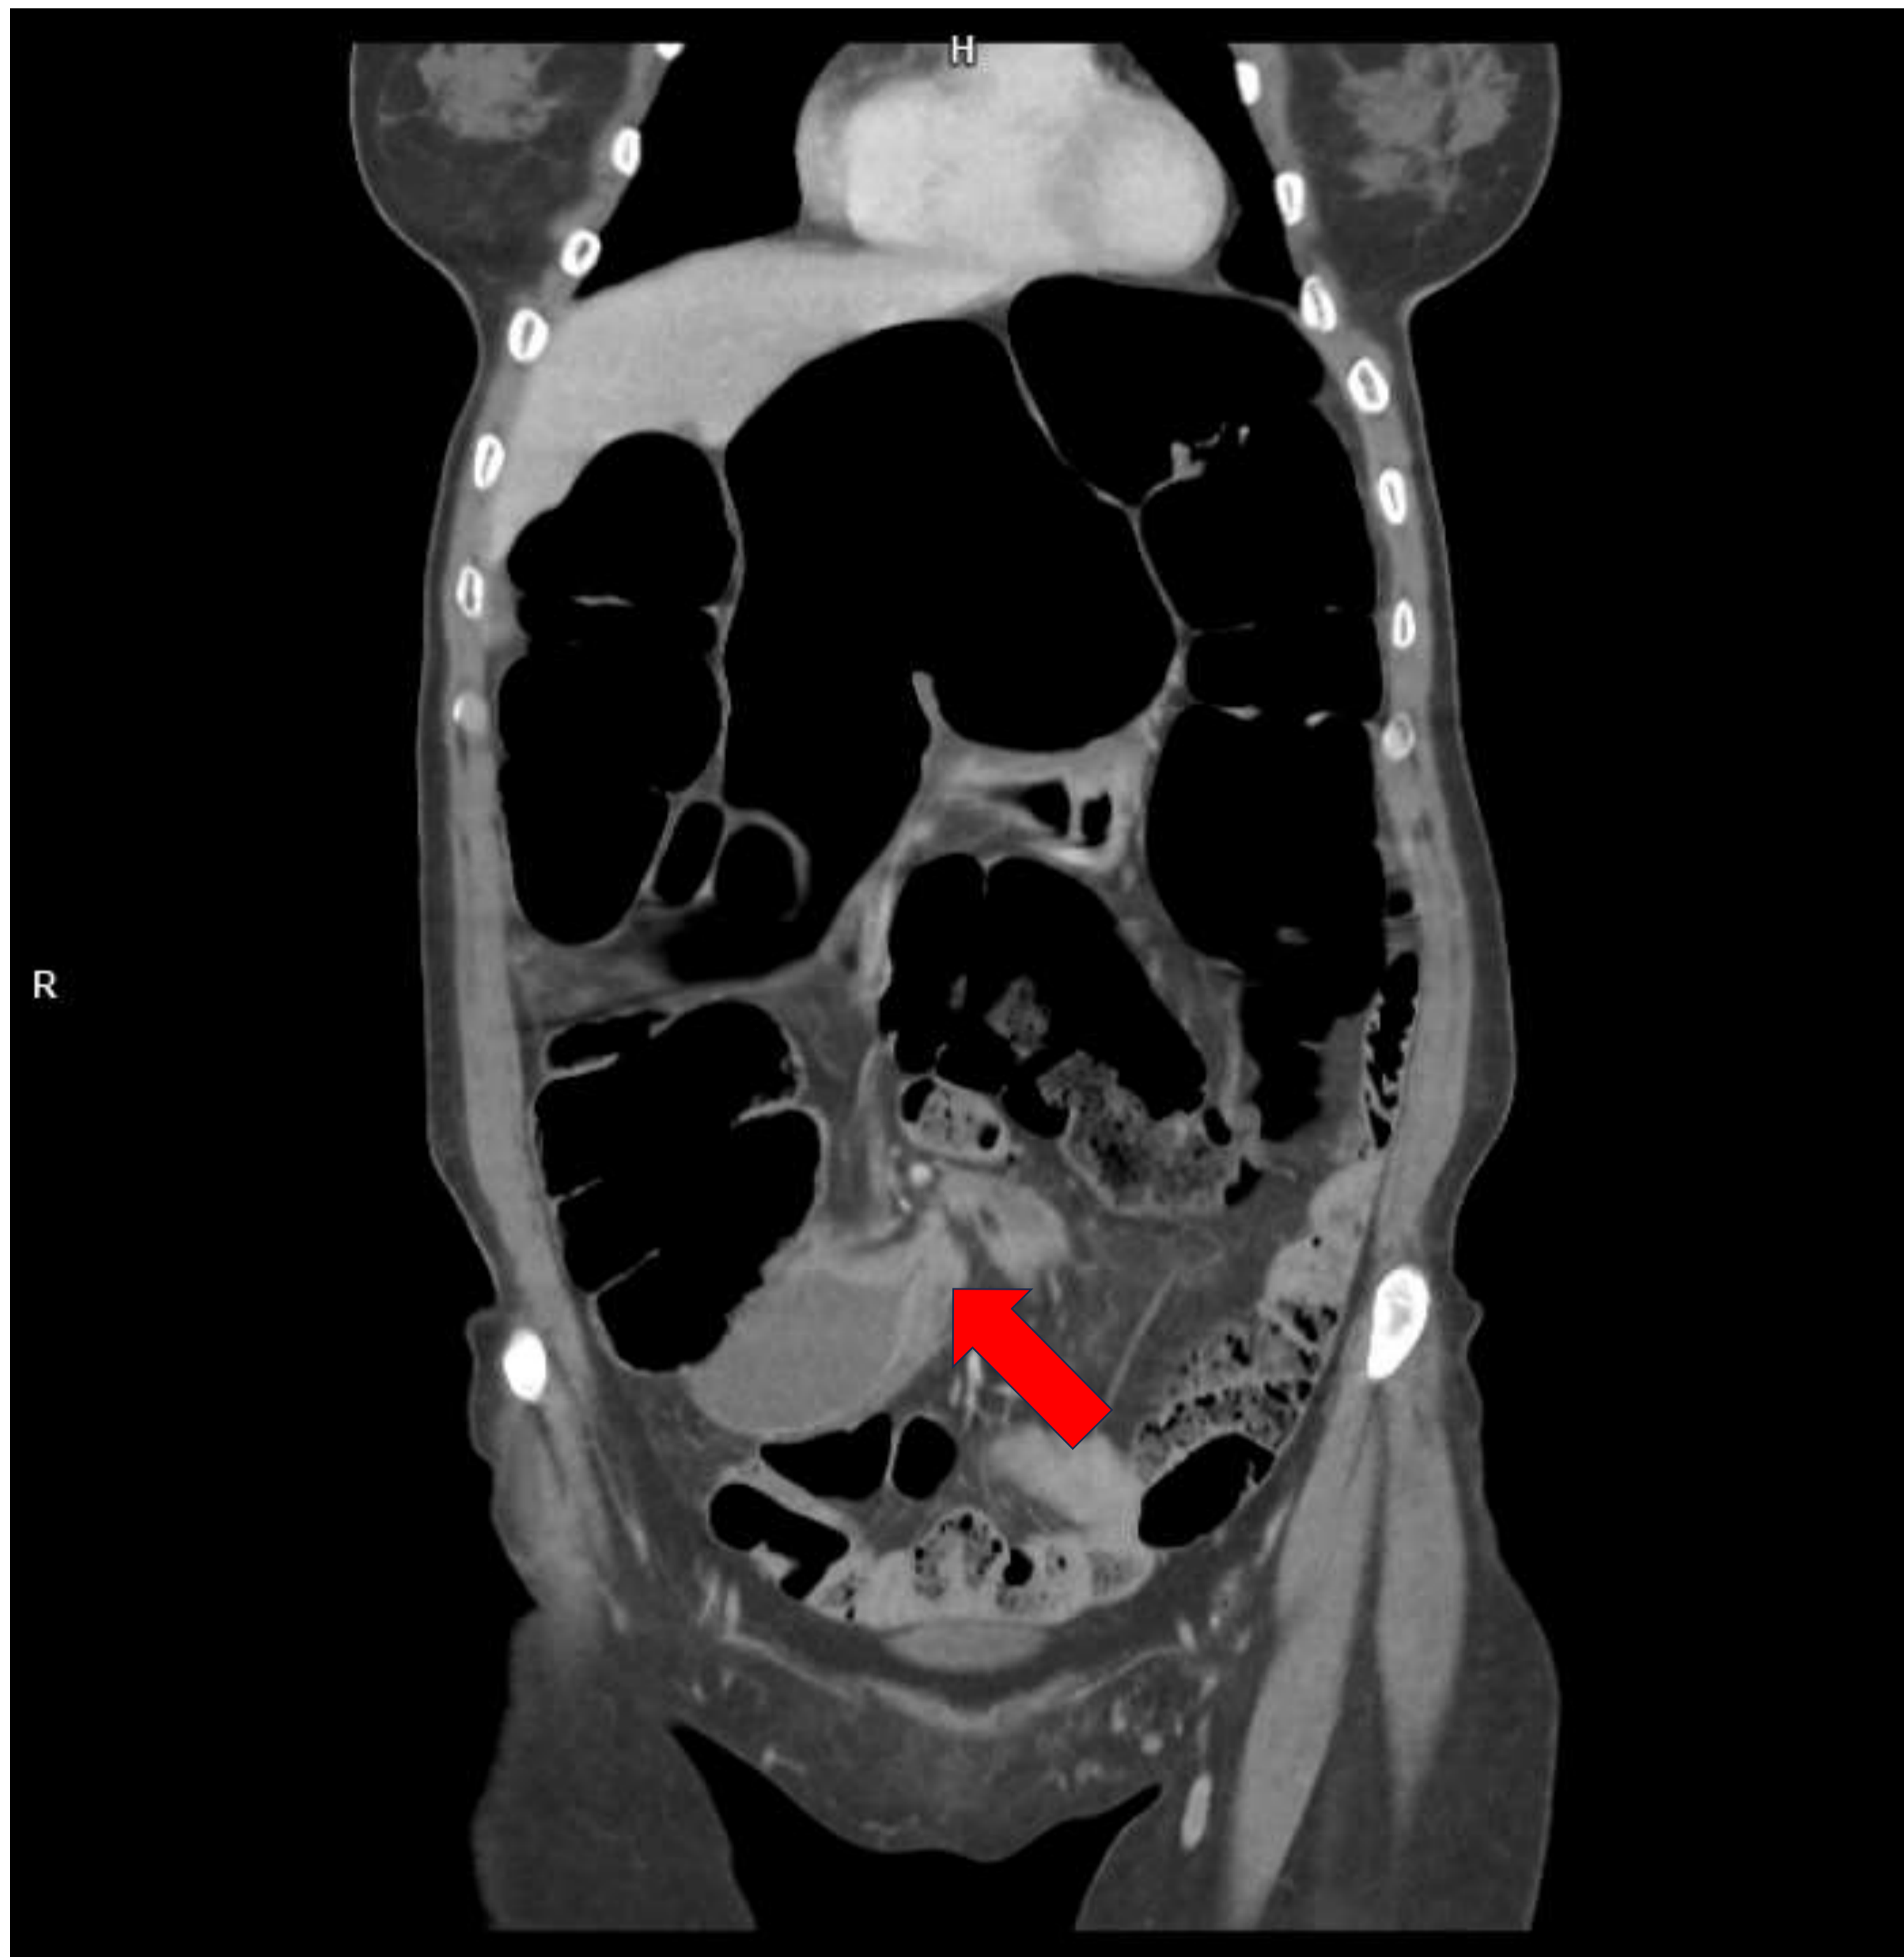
Vólvulo de sigma. TC abdominopélvico fase portal, corte coronal.
